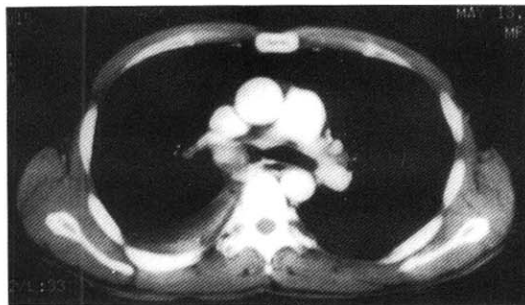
Chest CT shows polypoid mass in right main bronchus
